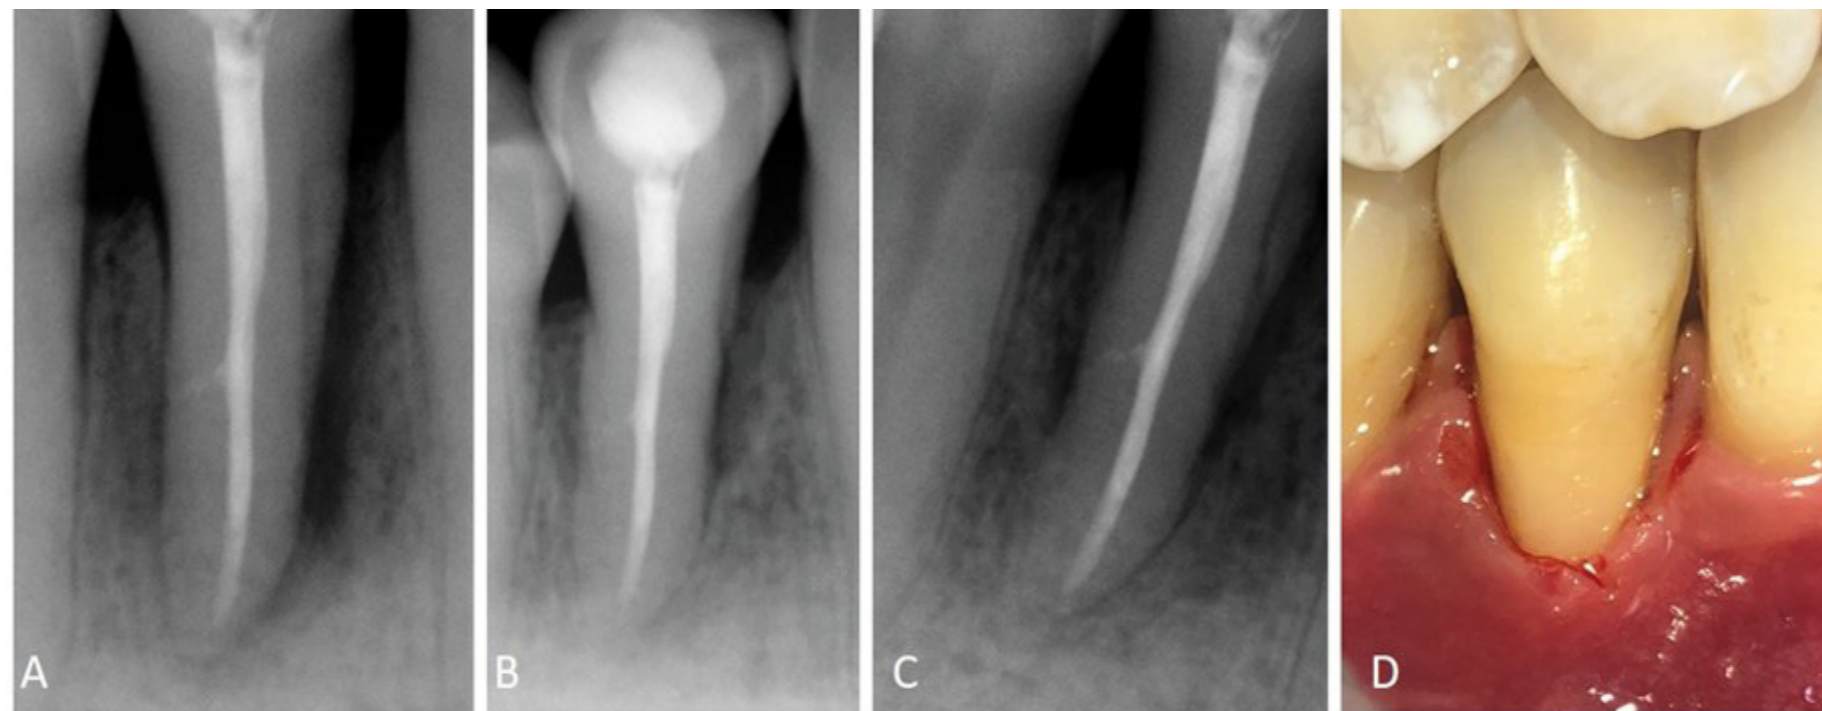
A. Control radiograph after 3 months, B. After 9 months, C. After 24, D. Clinical aspect after 24 months of treatment.
